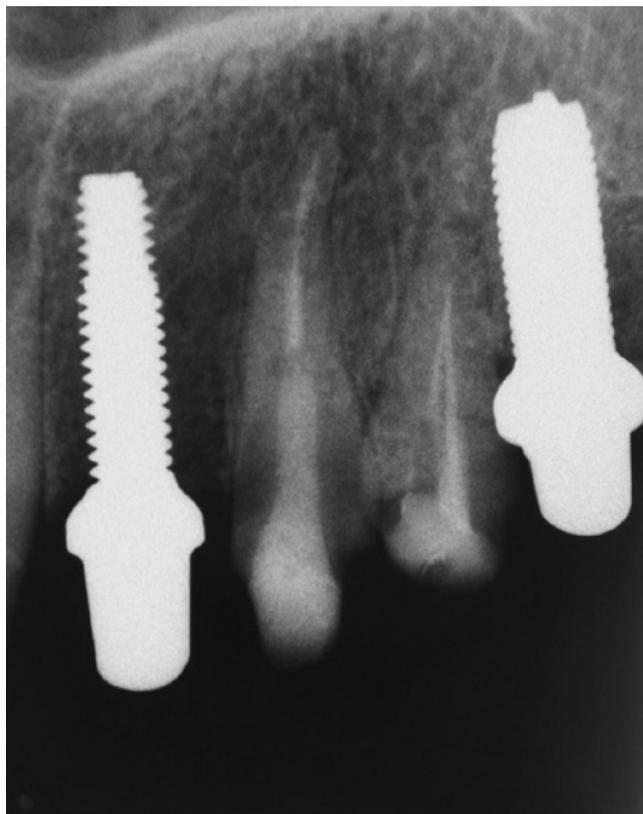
Röntgenkontrolle nach der Implantation im Oberkiefer.
